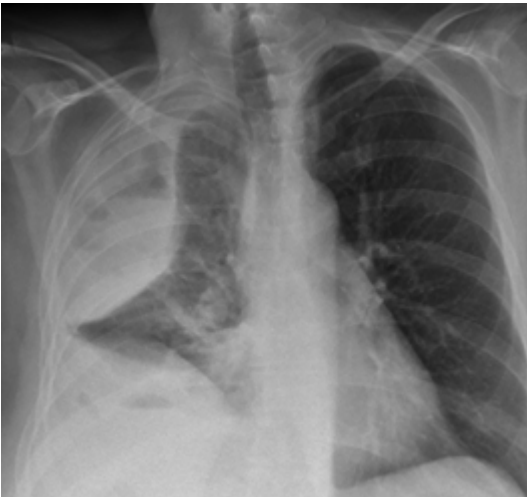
Radiographie de thorax : épanchement pleural droit cloisonné.
